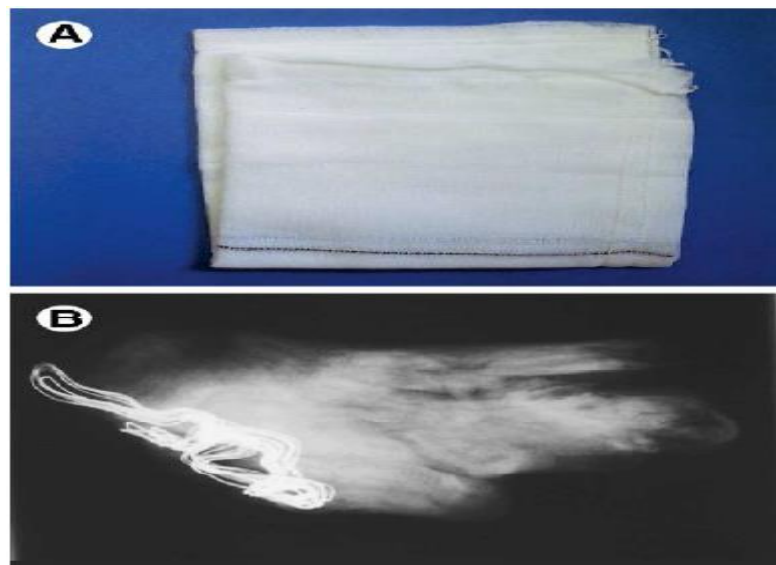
(A) Photographie d'une compresse chirurgicale 10x10. Le trait noir correspond au marqueur radio-opaque. (B) Radiographie d'un spécimen in vitro montrant que la compresse et le marqueur sont opaques aux rayons X, bien que, in vivo, seul le marqueur est radio-opaque.
